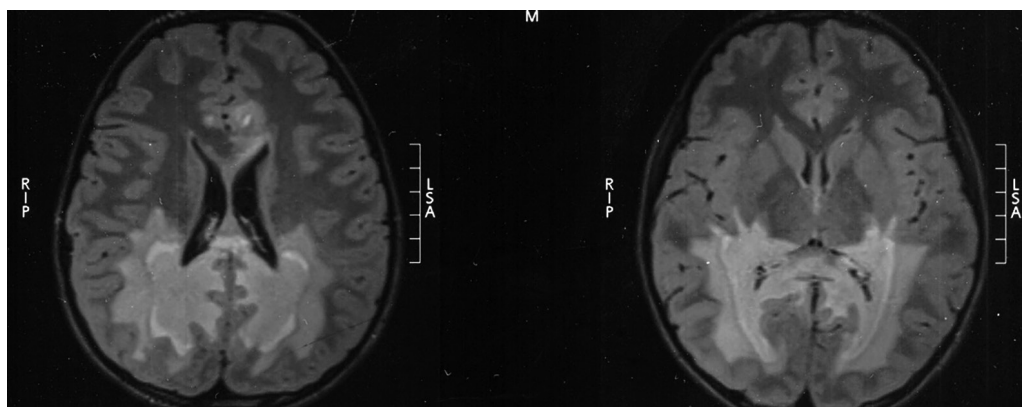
In the presented clinical case of the patient cerebral modifications of cerebral MRI were characteristic for X-ALD*
